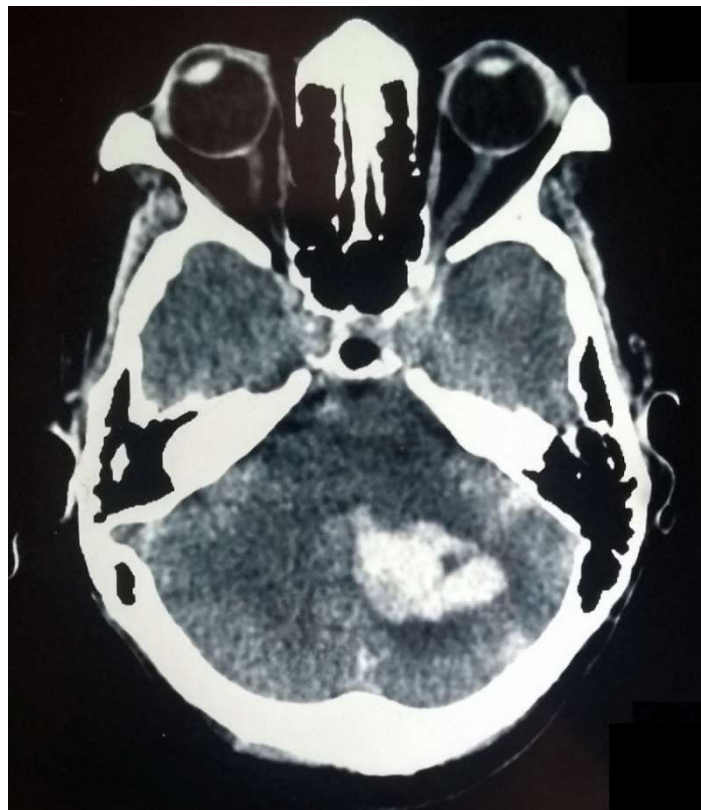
TDM cérébrale, coupe axiale montrant un Hématome de l'hémisphère cérébelleux gauche.
